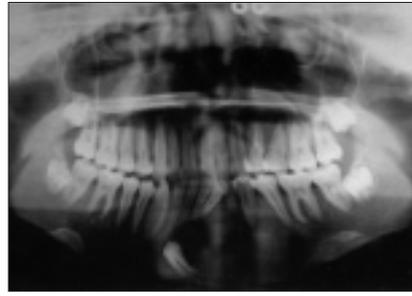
Panoramic radiograph reveals a transmigrated canine of the right side and the retained deciduous canine.
